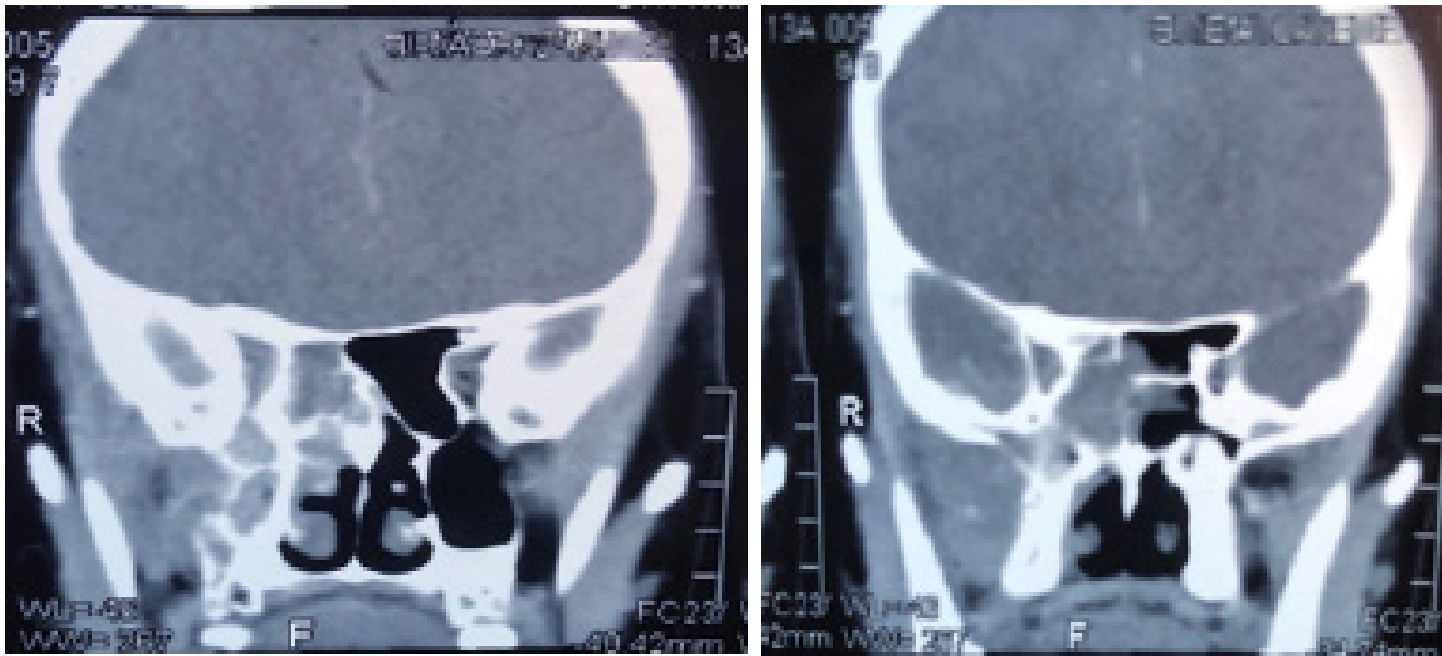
a y b: TC órbita, cortes coronales: ocupación de senos paranasales.
